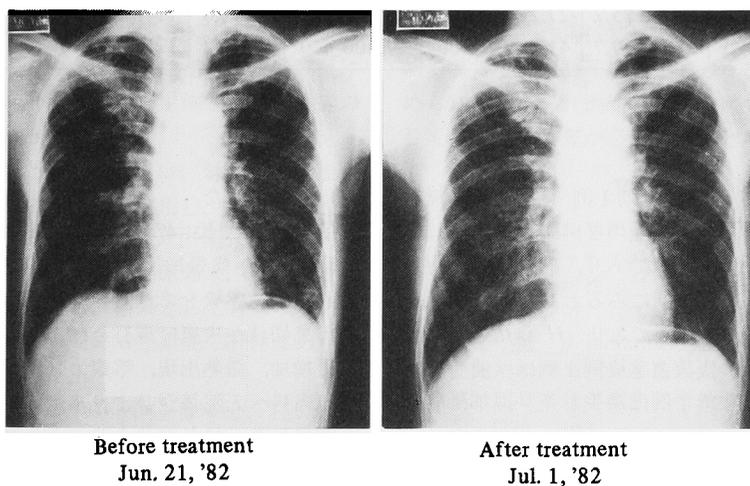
Roentgenogram of Case 10, DPB (62 ys, M)
